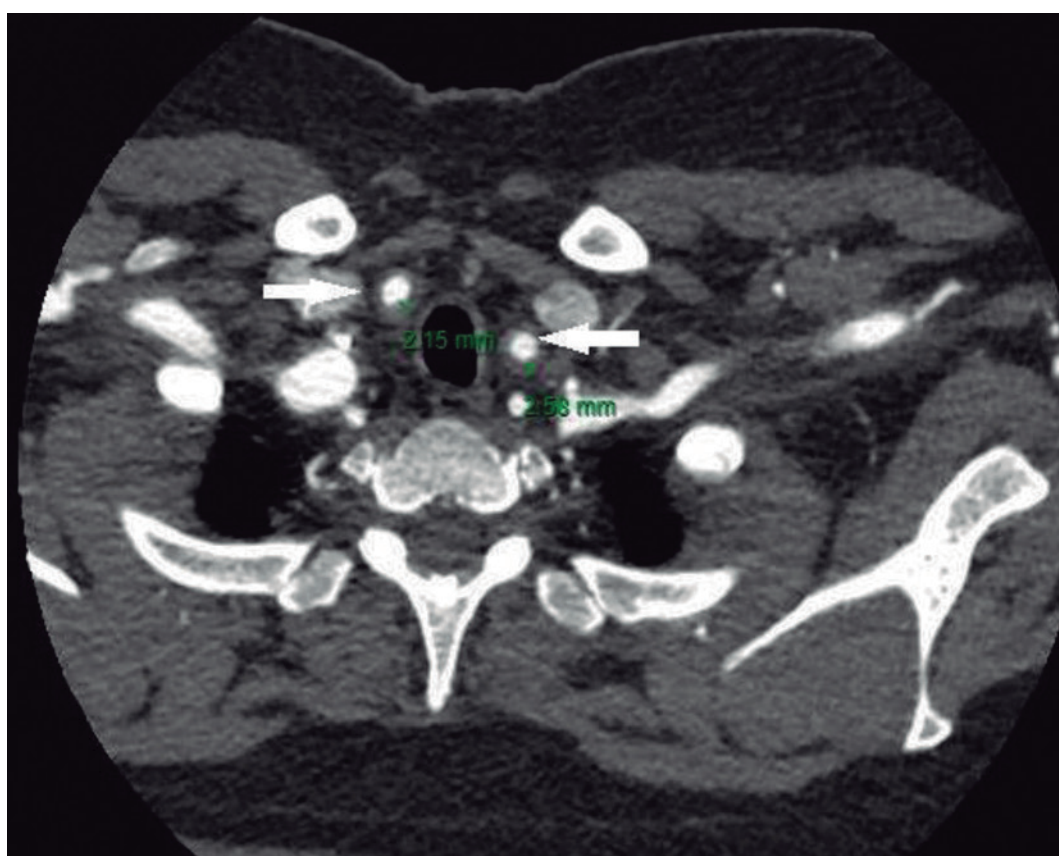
Angiografia por Tomografia Computadorizada mostrando espessamento difuso simétrico da parede arterial da artéria carótida comum direita e esquerda (seta)
